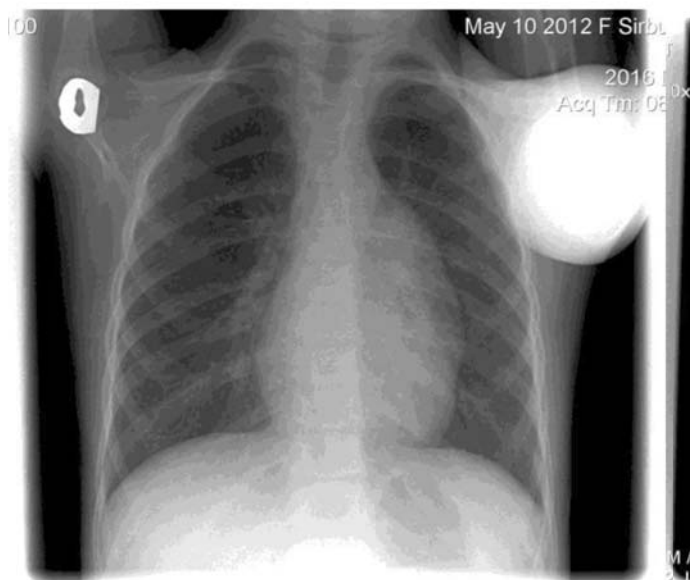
Radiografia cutiei toracice (proiecție frontală):
